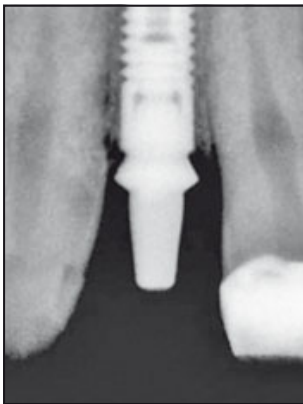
Röntgendokumentation: Implantation in augmentierten Alveolarknochen in der hier vorgestellten Studie.
